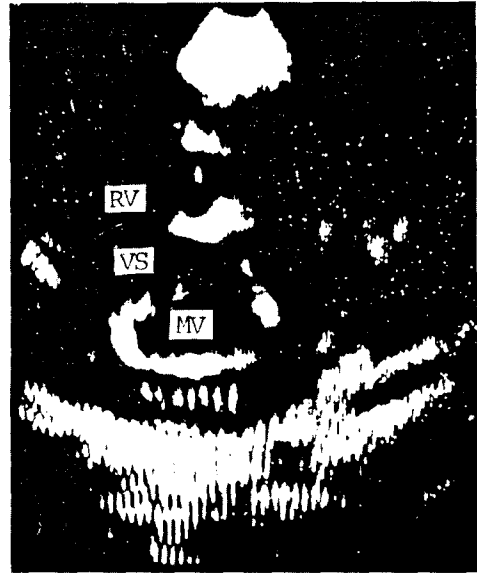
A parasternal short axis view in case I reveals cleft anterior leaflet of mitral valve. MV: mitral valve, RV: right ventricle, VS: ventricular septum.
